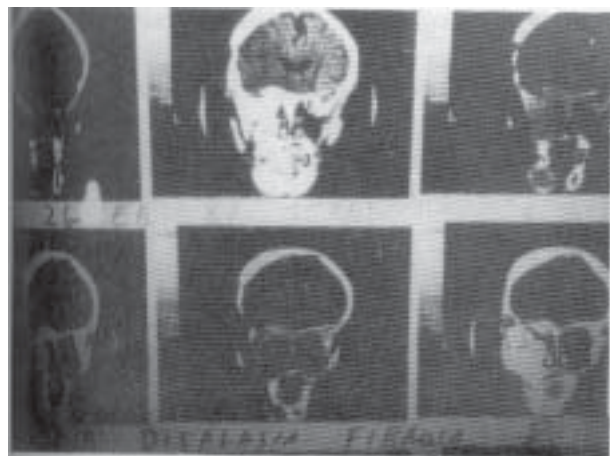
Tomografía donde se observa densificación del hemicráneo izquierdo, órbita, maxilar superior e inferior a los 15 años de edad del mismo caso 2.
